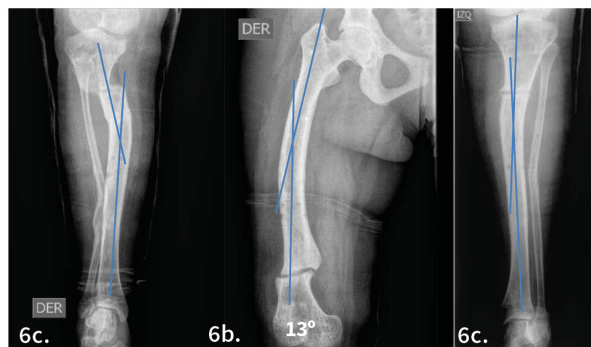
Radiografías AP posquirúrgicas de: a. Tibia derecha; b. fémur derecho c. Tibia izquierda
